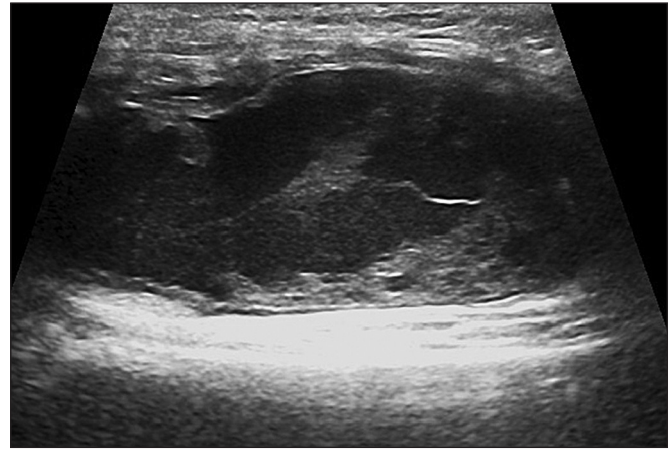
УЗИ-картина скопления гетерогенной жидкости в полости правого коленного сустава.
